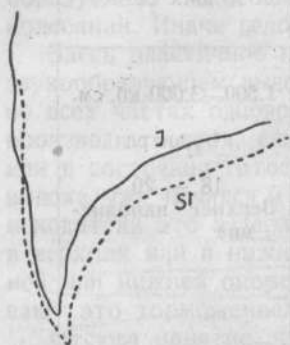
«Застойное положение» диафрагмы на рентгеновском снимке, правый френикокостный угол. St—положение диафрагмы в максимальном застойном положении; S—положение диафрагмы в максимальном инспираторном положении.
